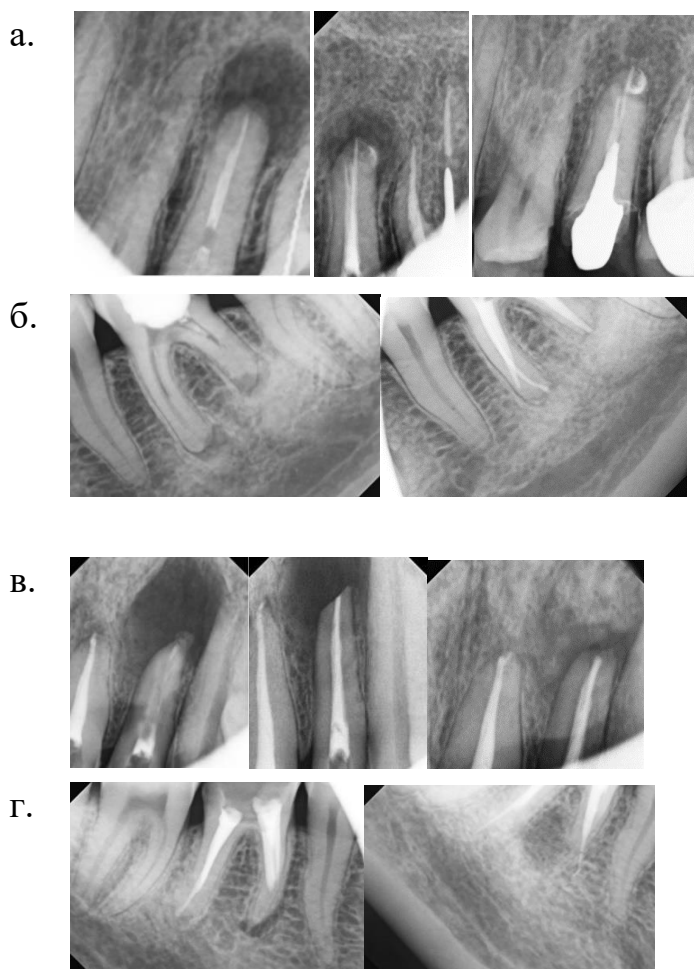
а. рентгенограммы зуба 2.5 (слева направо диагностическая, через 3 месяца, через 6 месяцев); б. рентгенограммы зуба 3.6. (слева направо, диагностическая и через 5 месяцев); в. рентгенограммы зуба 2.2. (слева направо, диагностическая, после цистэктомии, через 9 месяцев); г. рентгенограммы зуба 4.6. (слева направо, диагностическая, после повторного эндодонтического лечения и резекции верхушки медиального корня, через 7 месяцев)
